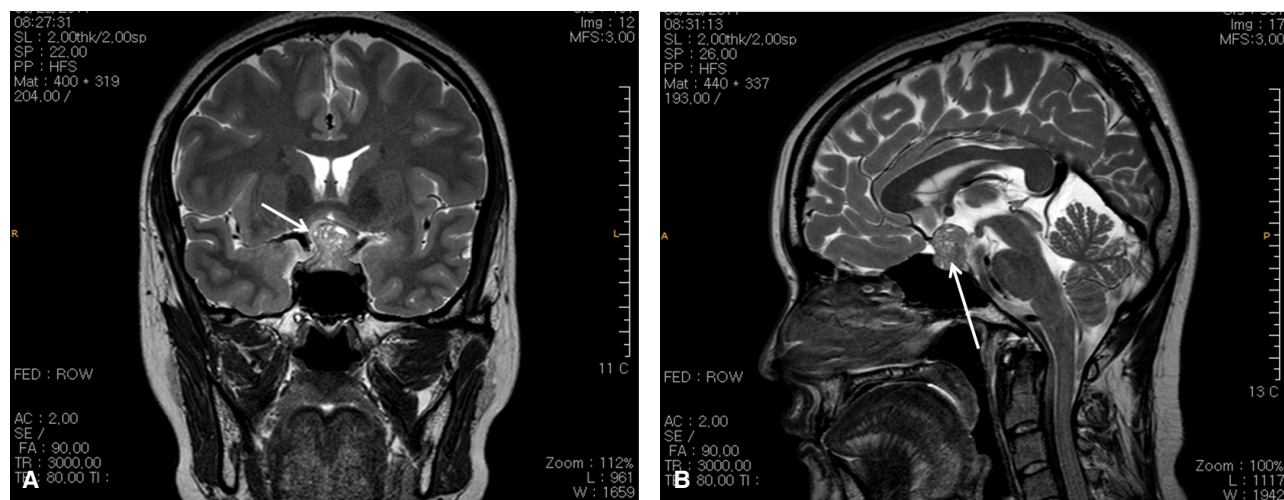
Coronal (A) and sagittal (B) MRI scans without enhancement showed the 14×17×20 mm sized pituitary adenoma (arrow), which compressed optic chiasm.
